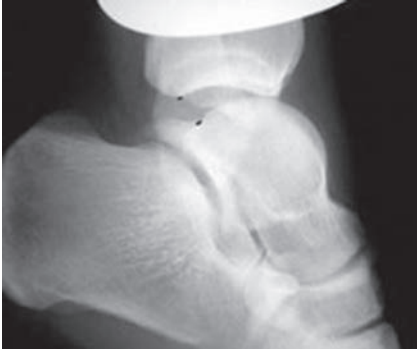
Radiographie de cheville de profil en épreuve dynamique montrant une mesure d'un tiroir antéropostérieur.
